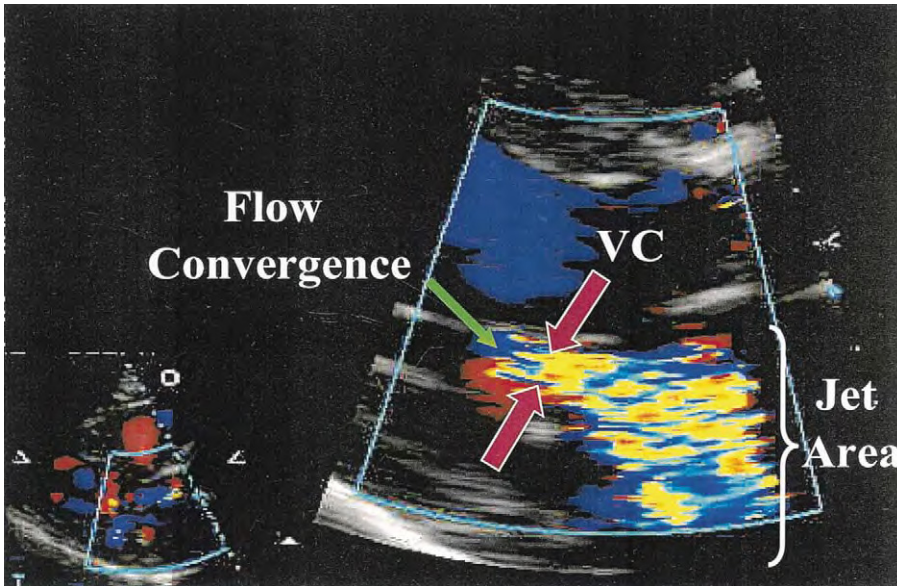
Doppler couleur d'une insuffisance mitrale en vue parasternale grand axe obtenue avec zoom, détaillant les 3 composantes du flux régurgitant : la zone de convergence du flux, la vena contracta (VC) et l'aire du jet dans l'oreillette gauche. La mesure de la vena contracta est définie par les flèches rouges.
